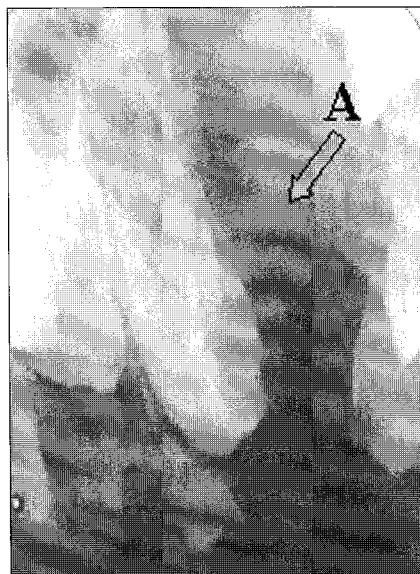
Initial periapical view. #22 is congenitally missed and alveolar cleft is present between #21 and #23(A)
